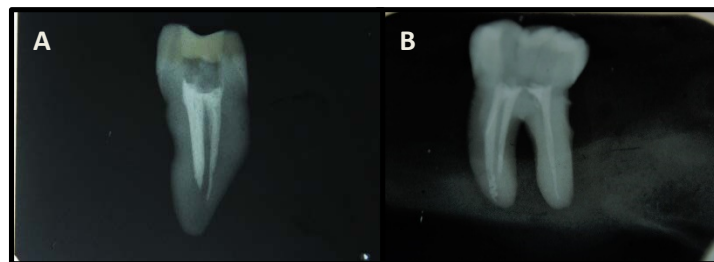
Subobturación. A) Órgano Dentario 44, B) Órgano Dentario 47. Radiografías tomadas durante el estudio.
